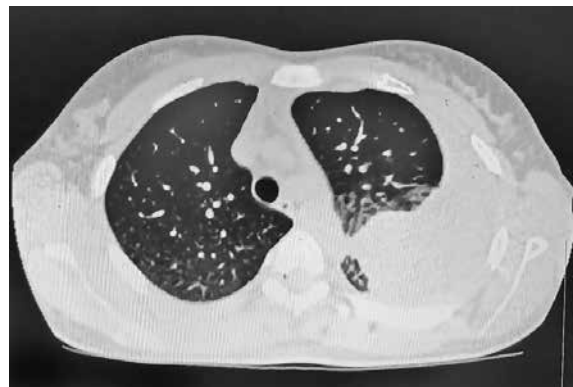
КТ ОГП пацієнтки М. на початку хвороби: ознаки лівобічного субтотального гідротораксу, ателектазу нижньої частки лівої легені, вузликової тині в S6 зліва
